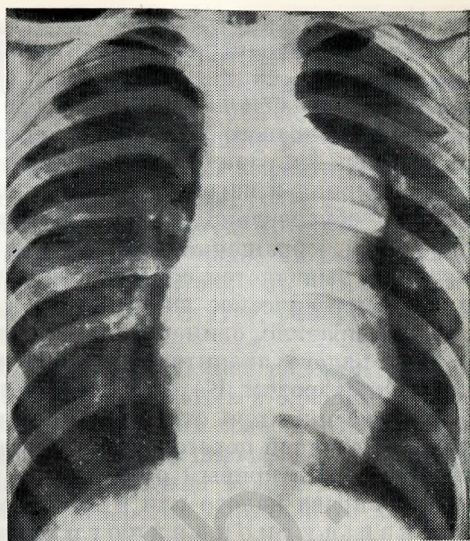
42. Рентгенограмма грудной клетки большого с синдромом Эйзенменгера, обусловленным открытым артериальным протоком.
